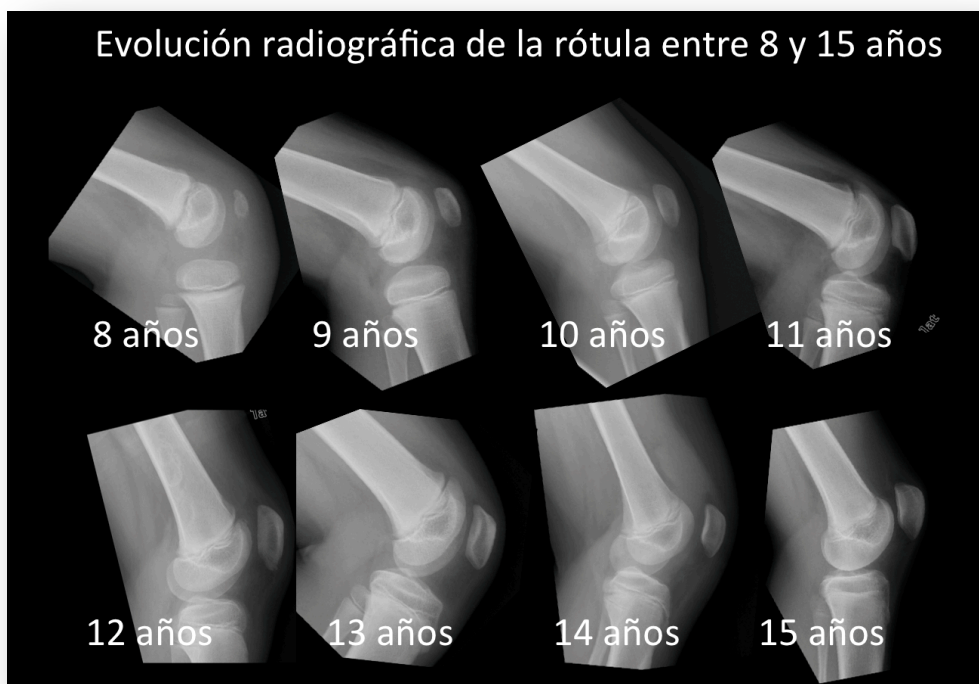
Radiografías sagitales seriadas de niños asintomáticos de Madrid entre los 8 y los 15 años.
